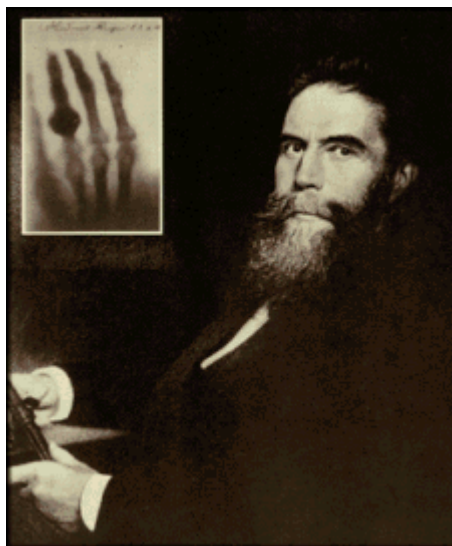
Roentgen que descubrió lo Rayos X en 1895
